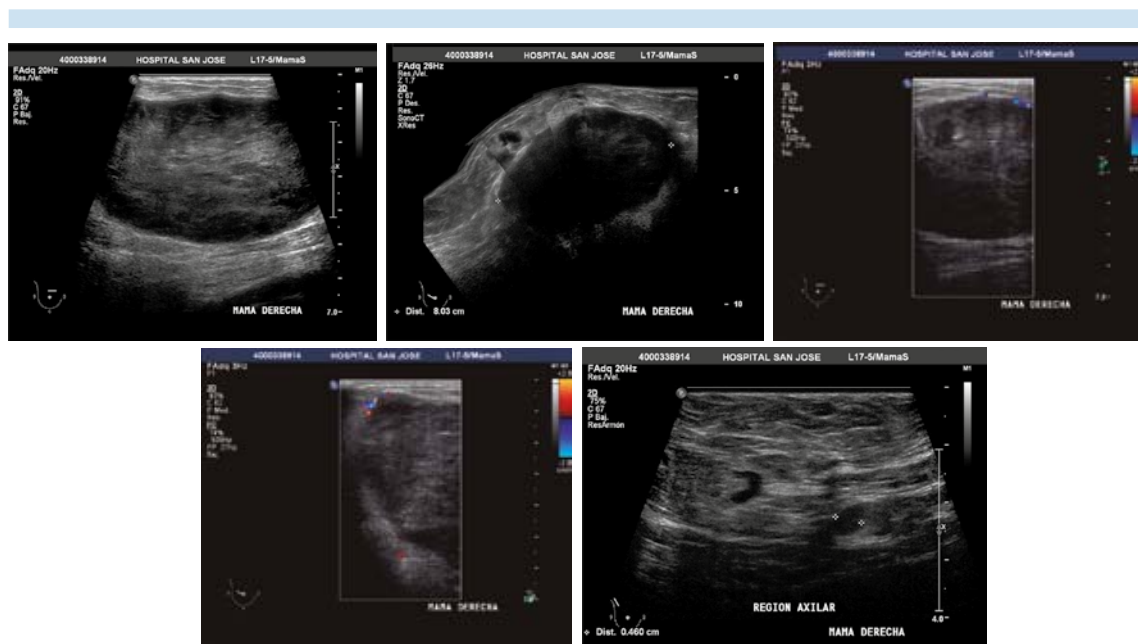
Imágenes de ultrasonido de la mama derecha. Se observa una masa oval, paralela, de bordes circuncritos, de ecogenicidad heterogénea y con reforzamiento acústico posterior que mide 8 cm. Con el Doppler color se observa discreta vascularidad periférica e interna. En la región axilar derecha se observan al menos dos ganglios linfáticos axiales anormales, con corteza de 5 mm y marcadamente hipoeicoica.
